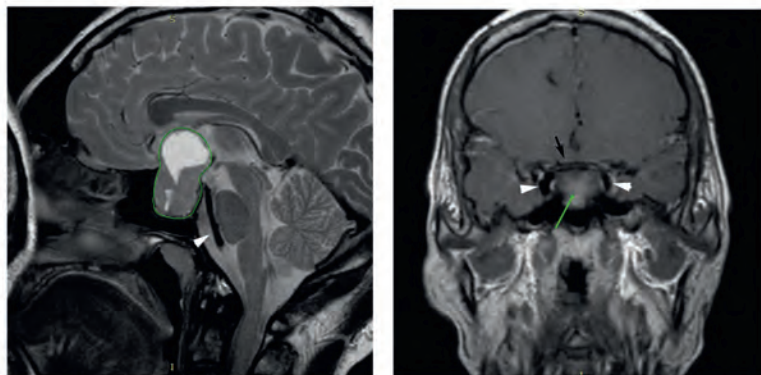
На серии МР томограмм хиазмально-селлярной области, выполненных в двух плоскостях с внутривенным динамическим контрастным усилением, определяется sellarное объемное образование, размерами 4,5х2,4х3,5 см, компримирующее хиазму
